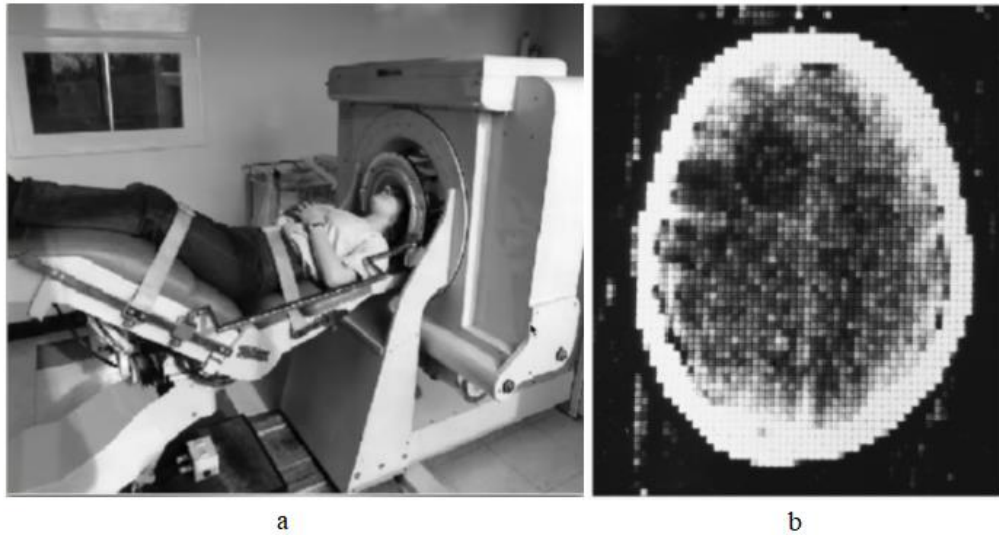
(а) Дизайн ЕМІ сканера. (б) КТ-зображення голови, отриманого на одному з перших КТ-сканерів
